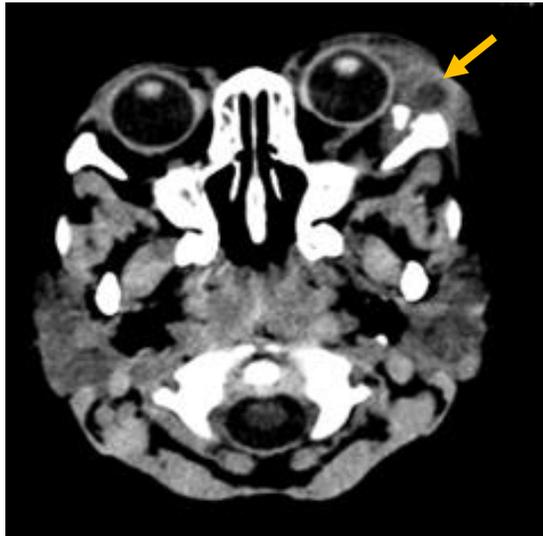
TDM à l'admission
